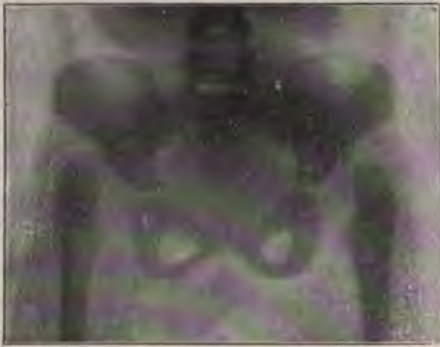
Röntgenphotographie einer Luxatio femoris congenita bilateralis (3 1/2 jähr. Mädchen).
